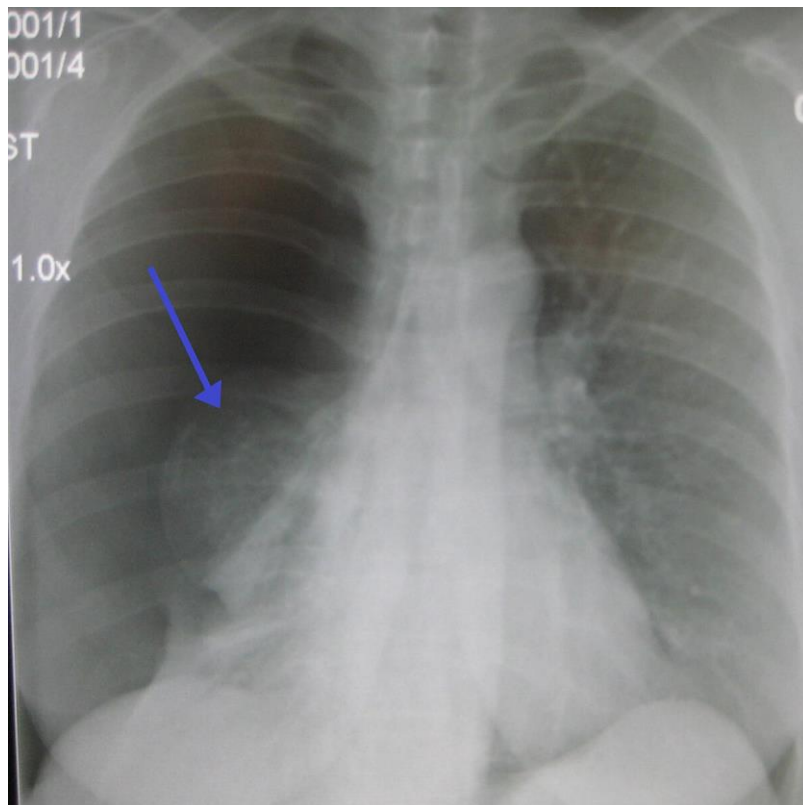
Radiographie du thorax révélant un pneumothorax complet droit
